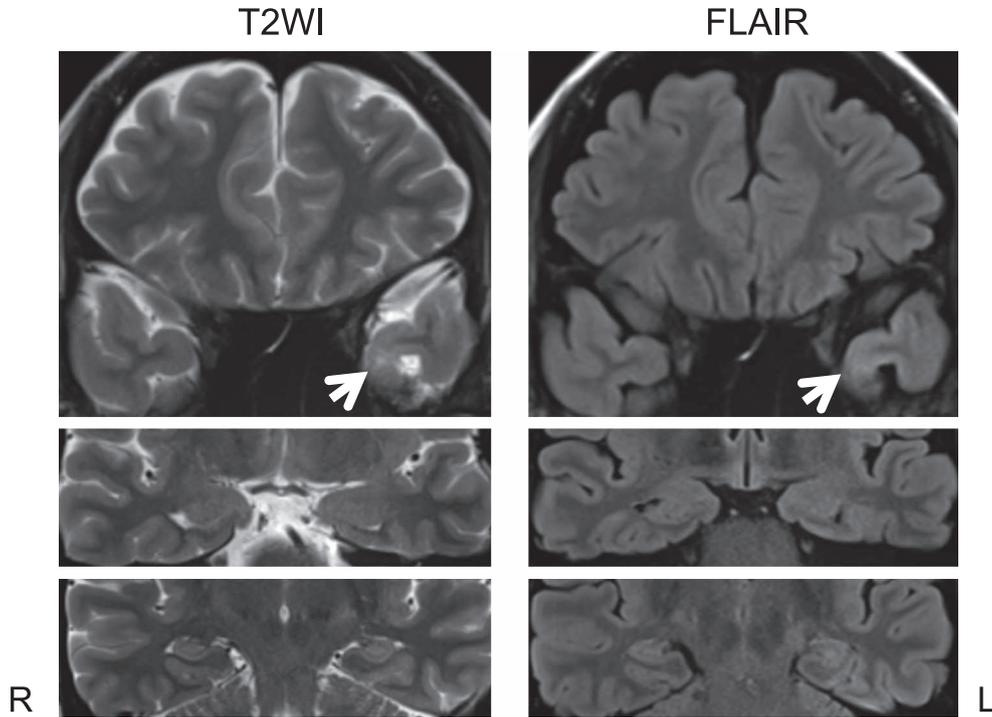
Brain MRI (Coronal; 3.0 T; TR = 12,000; TE = 101).
